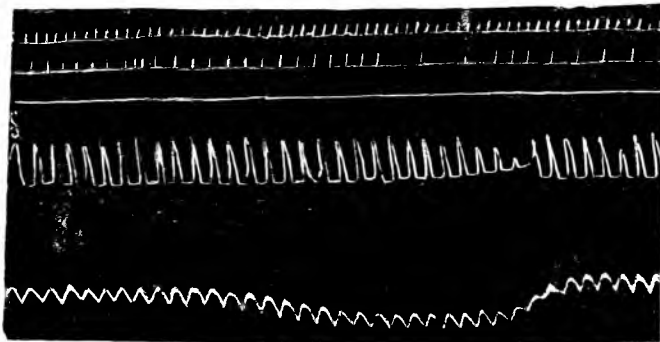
Перфузия почек *in situ*. Повышение общего кровяного давления при зажатии мочеточника.
